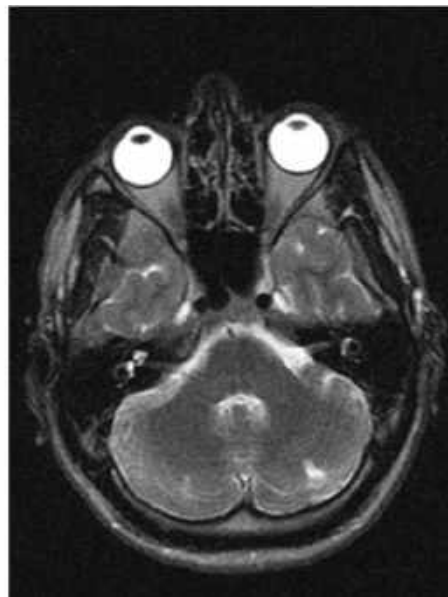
Клінічне спостереження №120. Пацієнт Н-ко (амбулаторна карта №1325917). МРТ головного мозку. Т2 ЗЗ (сагітальна проекція). Вогнище підвищеного МР-сигналу в базальних відділах лівої гемісфери мозочку (післятравматичний гліоз).
